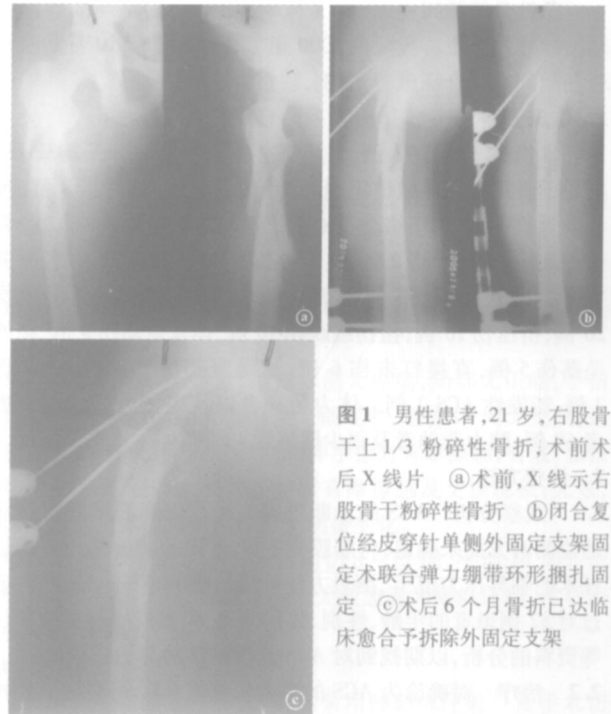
男性患者,21岁,右股骨干上1/3粉碎性骨折,术前术后X线片 ④术前,X线示右股骨干粉碎性骨折 ①闭合复位经皮穿针单侧外固定支架固定术联合弹力绷带环形捆扎固定 ③术后6个月骨折已达临床愈合予拆除外固定支架
